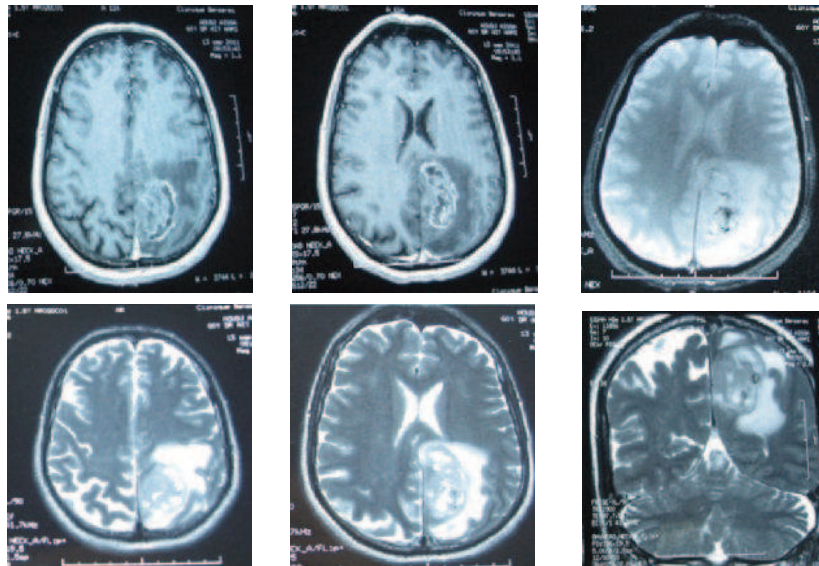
IRM préopératoire en séquences T1 avec Gado, FLAIR en coupes axiales et T2 en coupes axiale et coronale objective une lésion hétérogène plus ou moins bien circonscrite de 24X48mm, de siège pariéto-occipital gauche, apparaissant en iso signal en T2, en hyper signal en T1 se rehaussant de façon hétérogène à l'injection de Gadolinium avec des zones kystiques ou nécrotiques et zones d'hémorragies sur la séquence T2*. Cette lésion est entourée d'un œdème péri lésionnel modéré.
